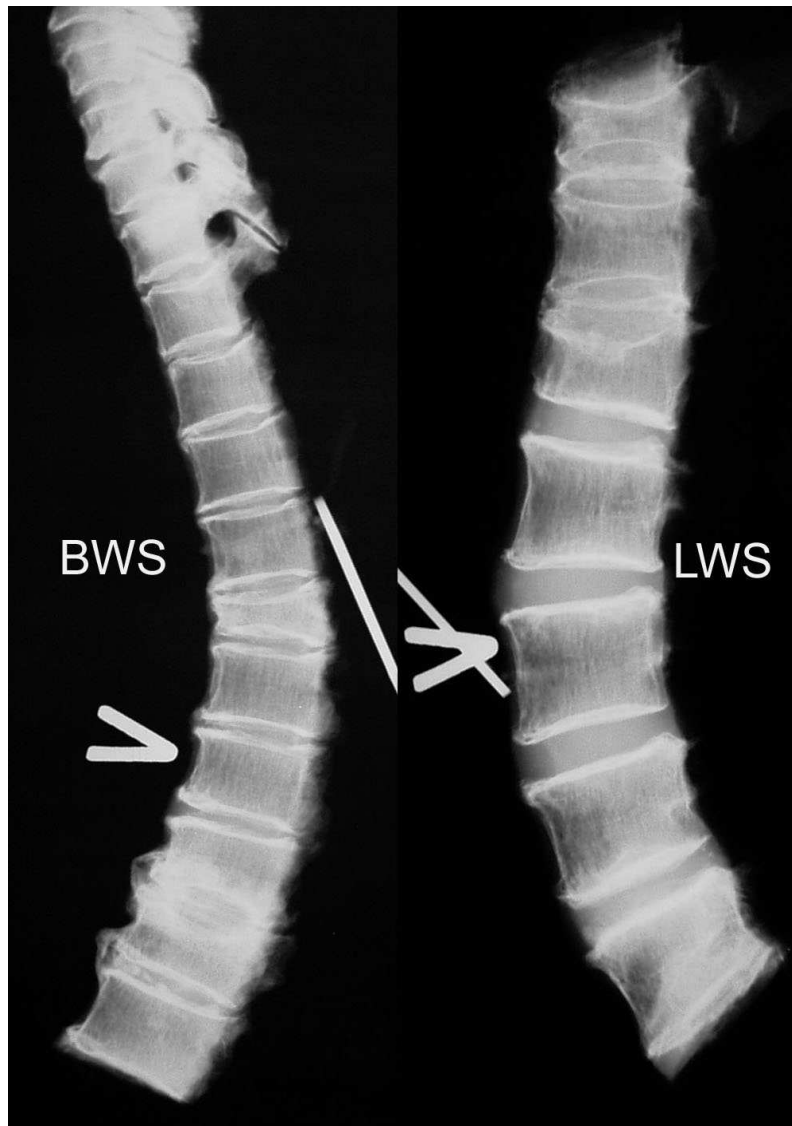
Laterale Röntgen-Aufnahmen der Brust- und Lendenwirbelsäule (BWS bzw. LWS)
